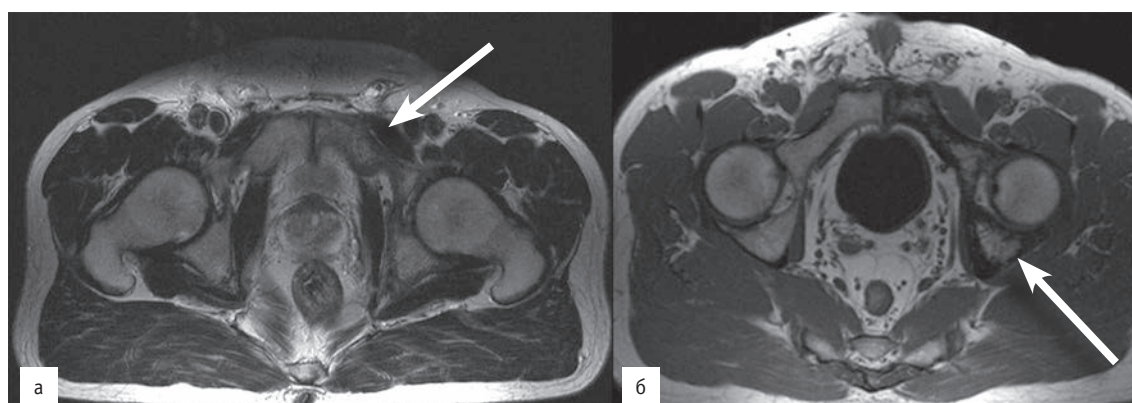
МРТ таза. На аксиальных срезах в режиме T_2 -ВИ изменения структуры костей визуализируется менее отчетливо (стрелки). На этом фоне жировой костный мозг сохраняется неизменным
